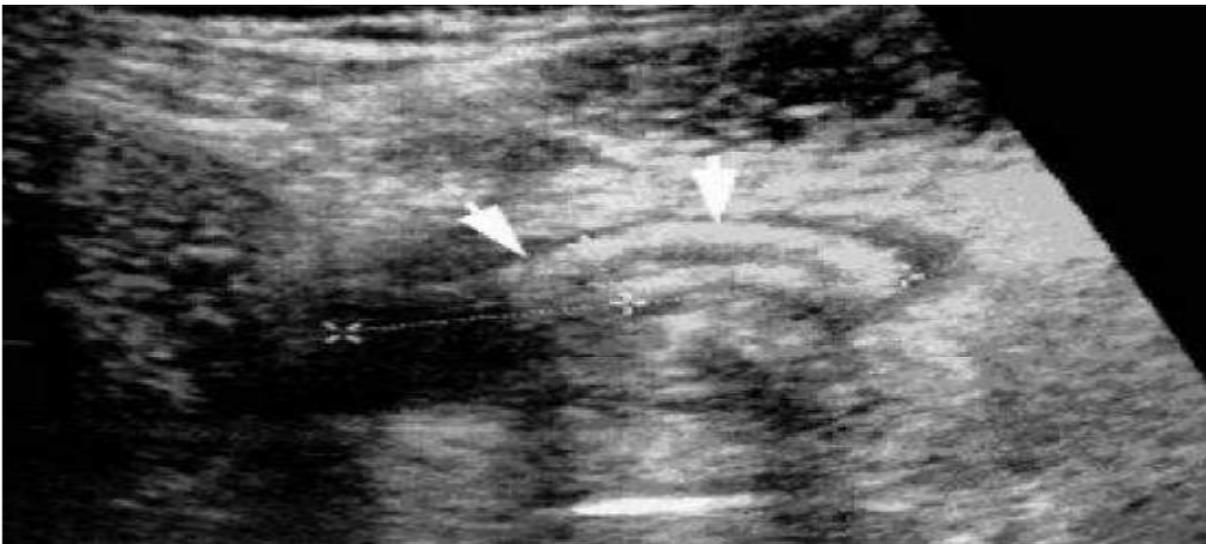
vue échographique visualisant en fosse iliaque droite une image tubulaire de 6 mm d'épaisseur ; non compressible entourée de liquide évoquant une appendicite .
